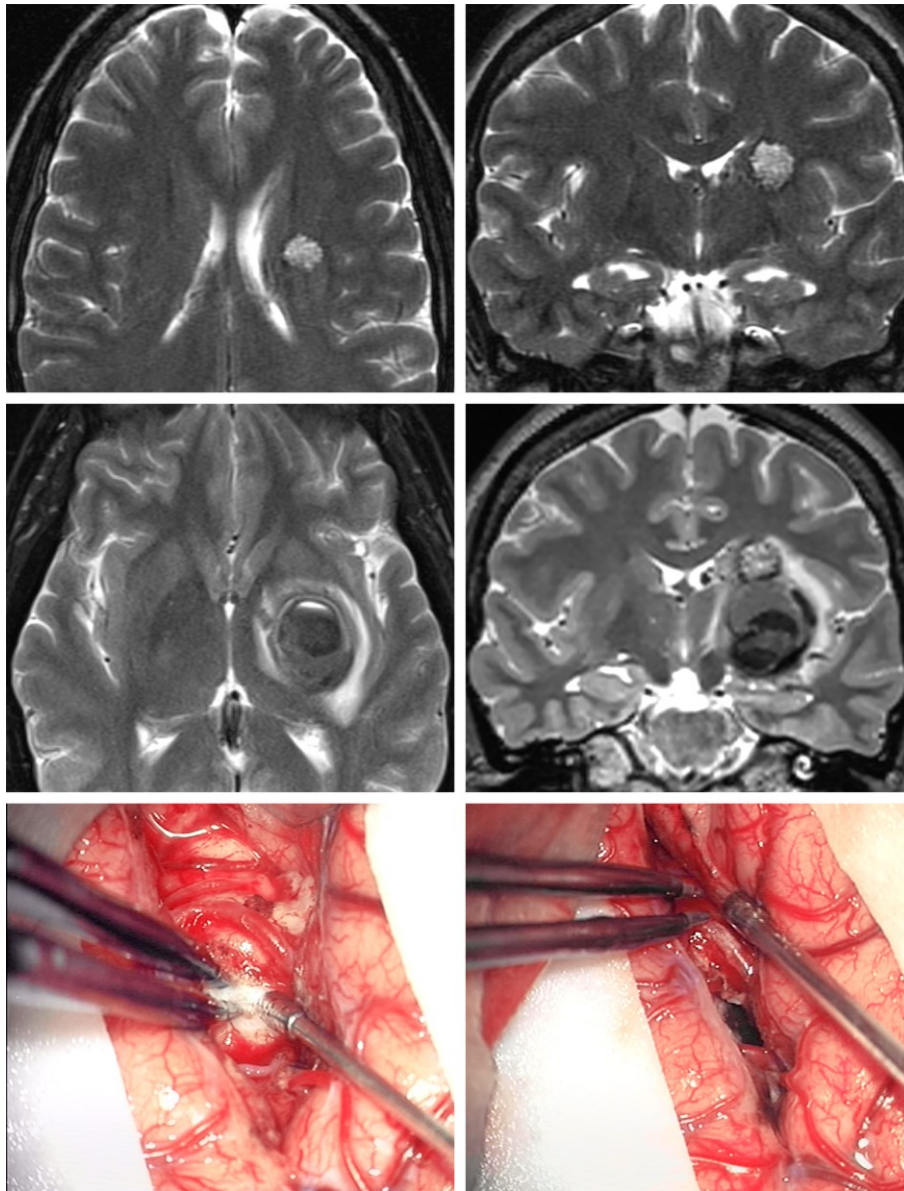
年轻女性患者，表现为头痛，诊断为脑室旁小型 CM，MRI 提示无畸形囊外急性出血，（上图）。因患者无临床症状，影像学提示为无急性出血，病变深在，故行保守治疗。1 年后因再发出血伴偏瘫入院（中图），行经侧裂-岛叶入路切除病变（下图）。
